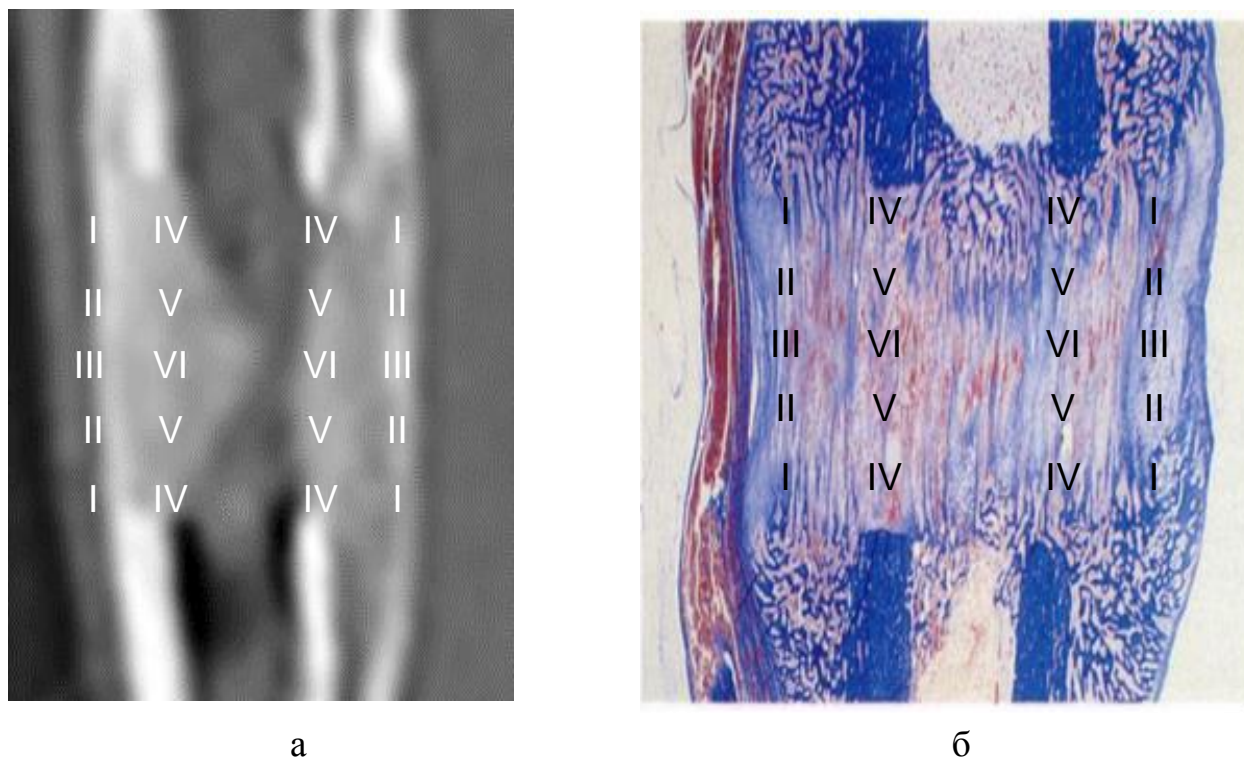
Визуализация зон: а – для рентгенологического анализа, б – для морфометрического анализа.
